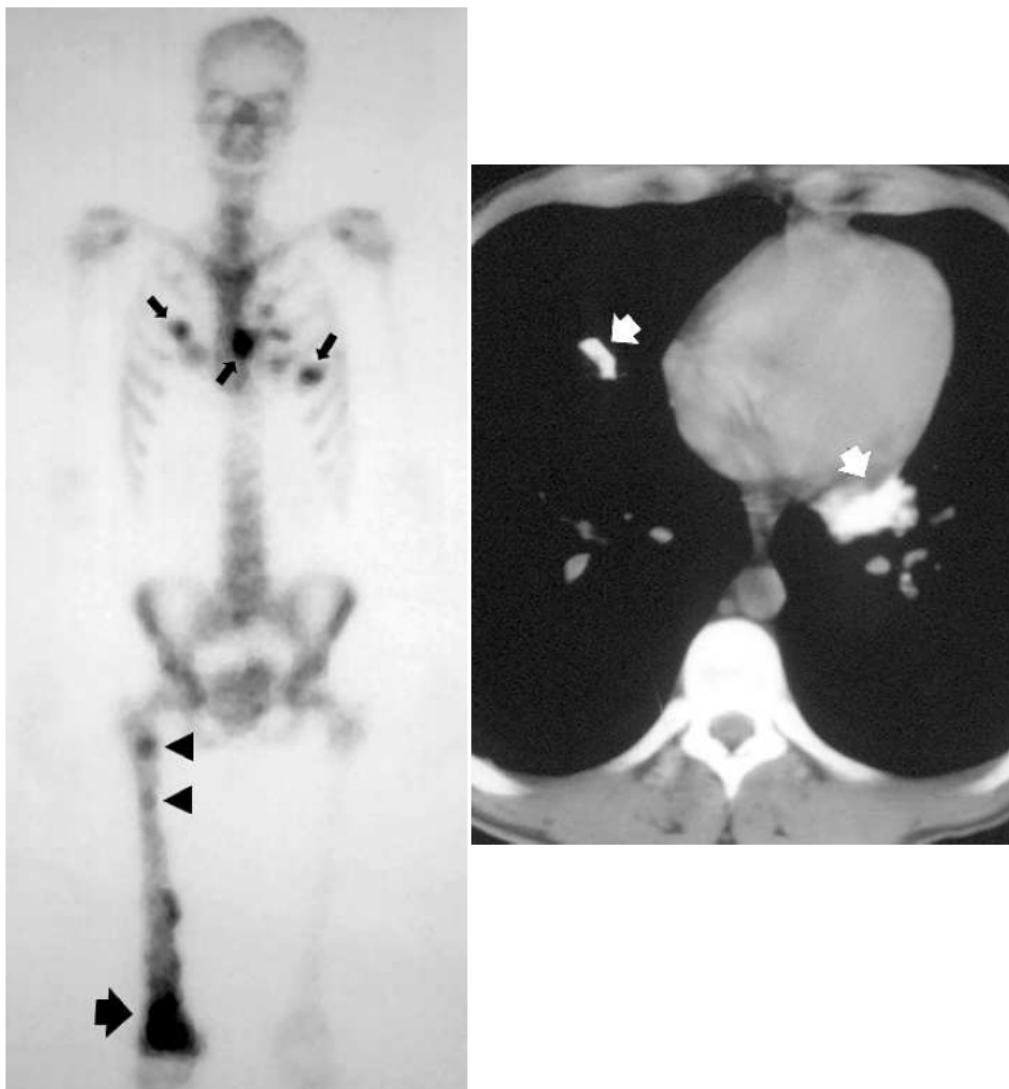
scintigraphie réalisée chez un patient porteur d'un ostéosarcome montrant la tumeur primitive (flèche large) au niveau fémoral distal associée à des skip métastases (têtes de flèches) et des métastases thoraciques correspondant à des lésions parenchymateuses calcifiées sur la TDM (flèche en blanc) [10]
